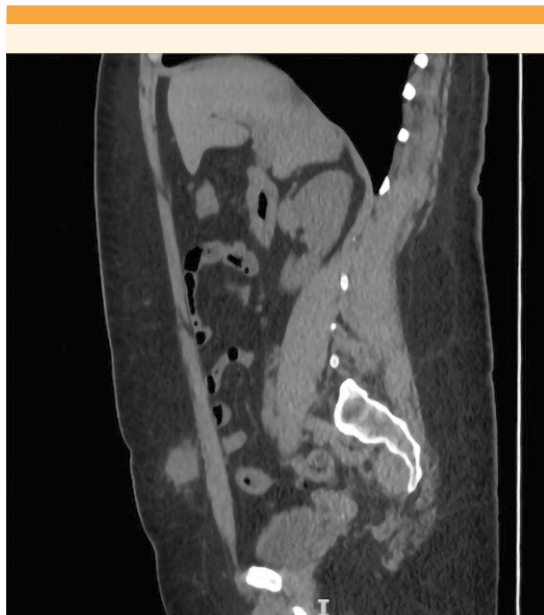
Corte sagital de la tomografía donde se observa una masa paraumbilical.
